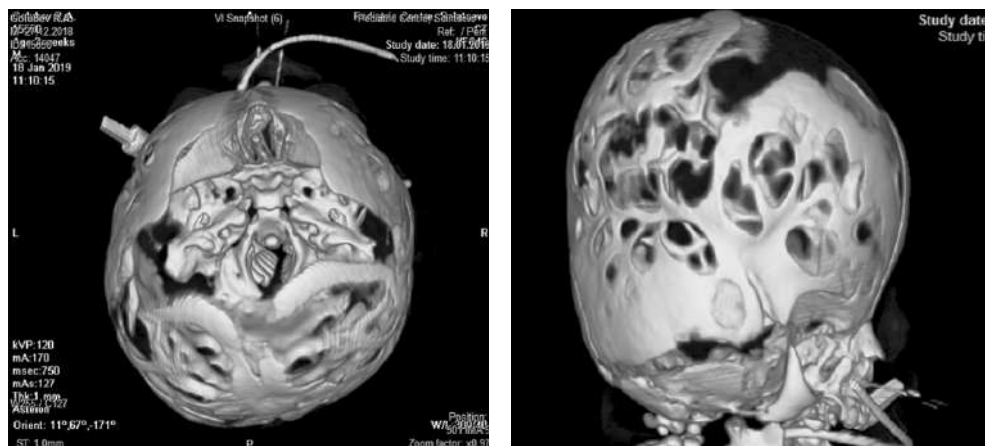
Computed tomography of a child of 2 months of life, with Pfeiffer syndrome (from the personal archive of the authors of the article)
